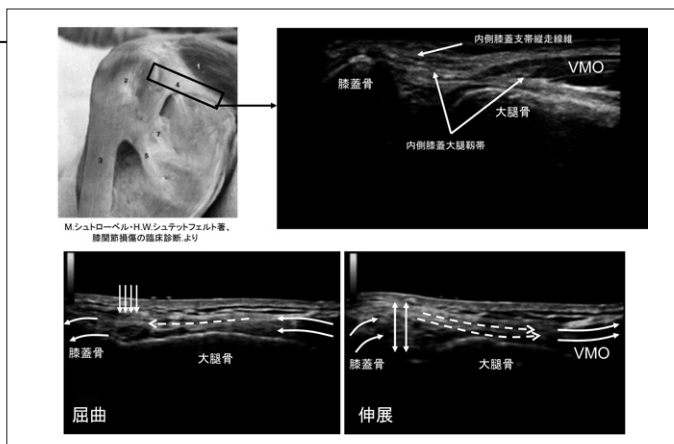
膝蓋骨内側支持組織の超音波短軸解剖（内側膝蓋大腿靱帯を中心に）
